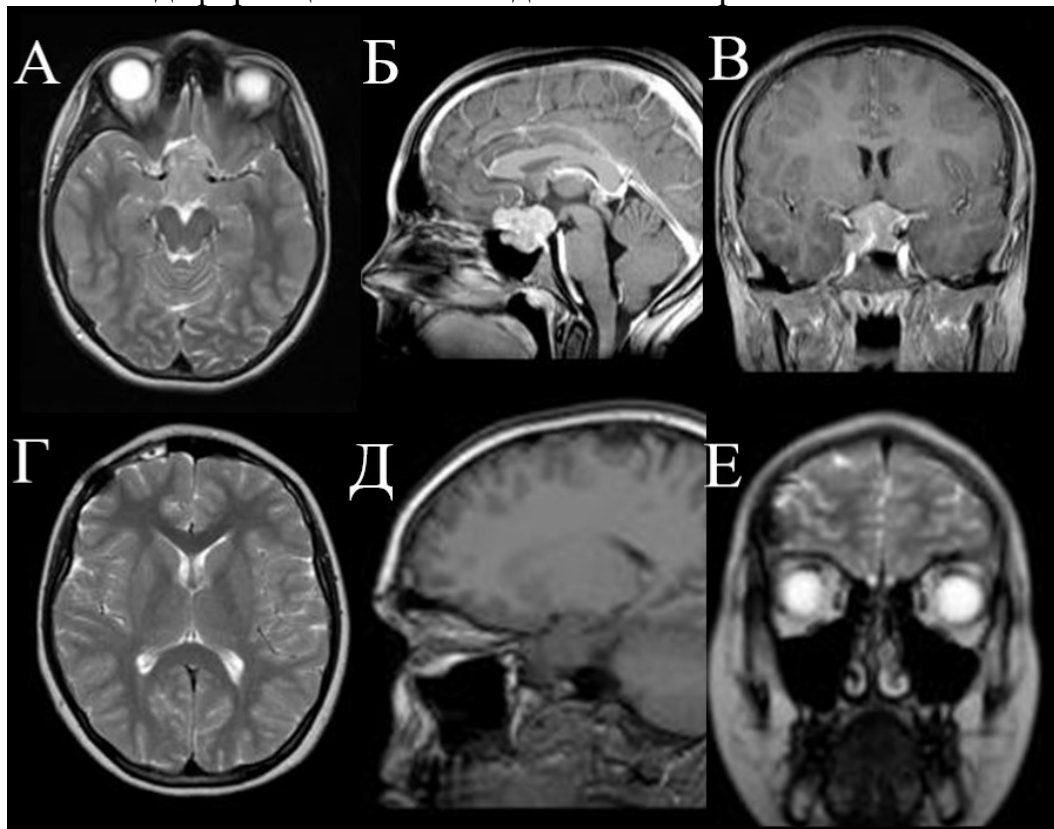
Изображения МРТ до операции (А - В) и через 1 год после (Г - Е) у девочки 12 лет, оперированной из супраорбитального keyhole-доступа справа по поводу менингиомы ХСО – минимальные изменения ткани лобной доли и мягких тканей
